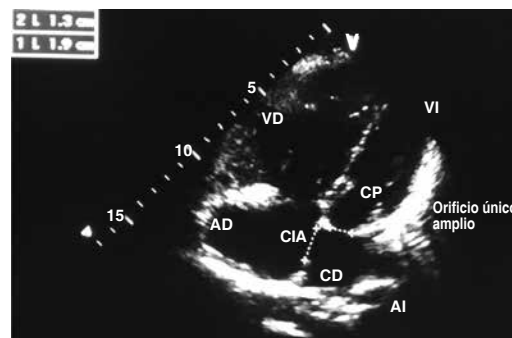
Ecocardiograma transtorácico en una ventana apical con vista de cuatro cámaras en modo bidimensional donde se observa el ventrículo izquierdo (VI), la aurícula izquierda (AI), el ventrículo derecho (VD) y la aurícula derecha (AD). Se observa (y confirma) la presencia de una imagen hipercoica, bien definida, de forma lineal, que divide el atrio izquierdo en una cámara distal (CD) donde confluyen las venas pulmonares y una cámara proximal (CP) en contacto con la válvula aurículo-ventricular. El diámetro del orificio es de 13.0 mm, por lo que se considera amplio. Resalta además la pérdida de continuidad del *septum* interauricular que conecta la CD con la aurícula derecha; el defecto mide 19.0 mm (1.9 cm). Se considera la posibilidad de un *Cor triatriatum sinister* asociado a comunicación interauricular *ostium secundum*.
